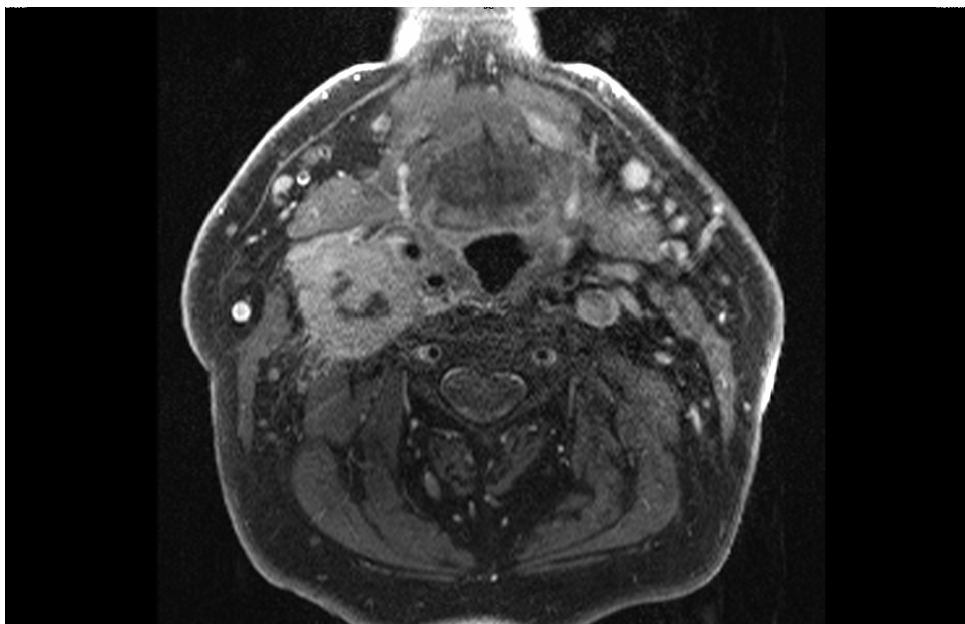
MRT-Bild einer Metastase im Kieferwinkel rechts bei CUP-Syndrom
